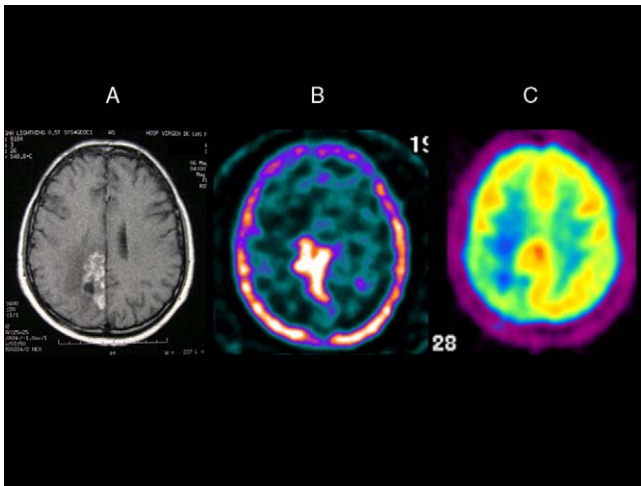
Paciente con antecedentes de tumoración de bajo grado tratada con radioterapia. El estudio RM fue informado como radionecrosis (A); sin embargo, el estudio SPECT con ^{201}Tl altamente positivo (B) y una PET con ^{18}F FDG con un aumento de la actividad en la región cingular posterior derecha (C). En este caso se demostró que el tumor había evolucionado a un alto grado de malignidad. Figura cortesía de los Dres. Manuel Gómez Río y Antonio Rodríguez Fernández del Hospital Virgen de las Nieves (Granada).
